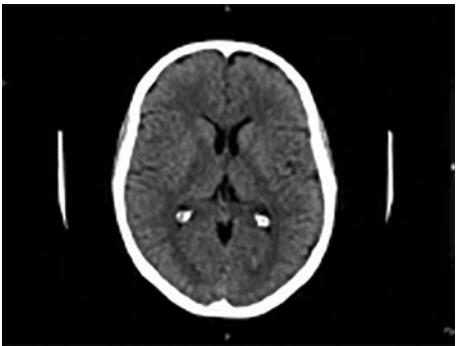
TC de cerebro normal.
